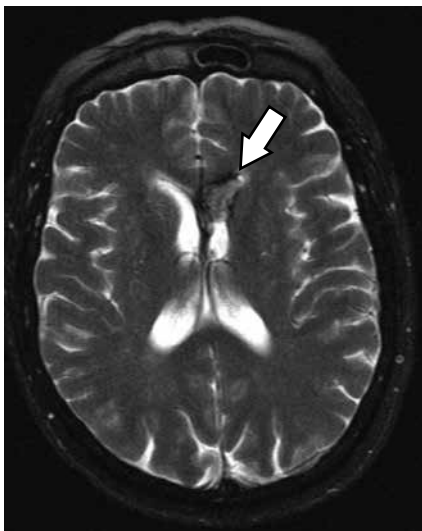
RM axial con información en T2. MC en el cuerno frontal del ventrículo lateral izquierdo (flecha blanca).
